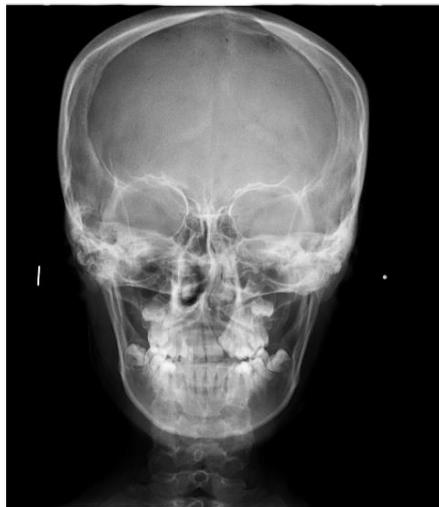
Radiografía Posteroanterior
